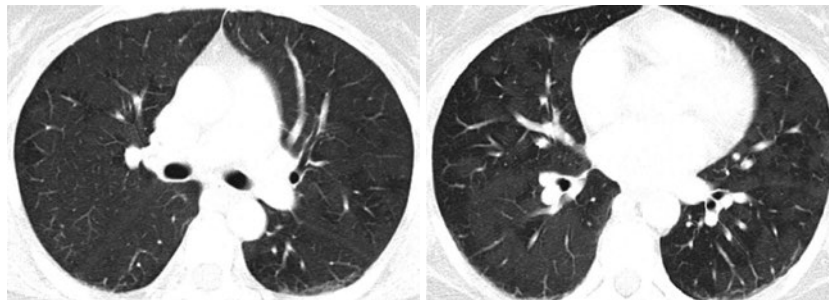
初診時胸部 CT. 両肺の広範囲に、びまん性に淡いすりガラス陰影を認め、下葉ではすりガラス陰影と正常肺がモザイクの所見を呈していた。
